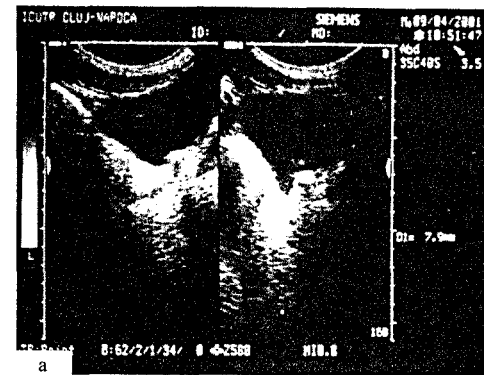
Calcul ureteral intramural: aspect ecografic (a) și fluoroscopic (b)
